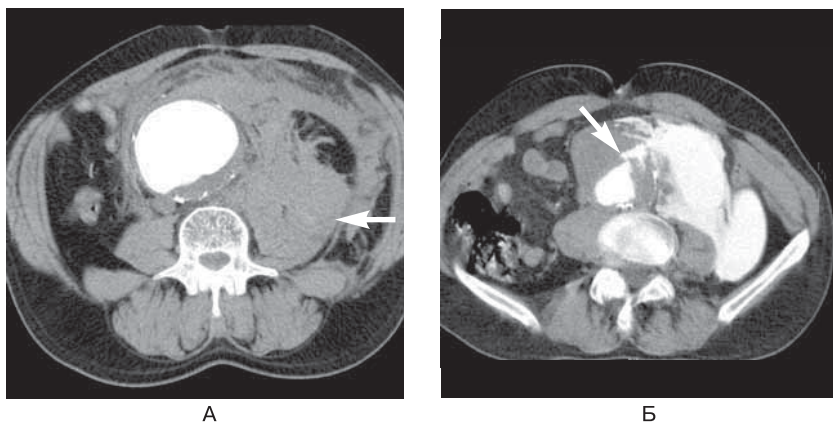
Разрыв аневризмы аорты. Представлены два различных пациента с болью в спине, у которых КТ подтвердило разрыв аневризмы брюшного отдела аорты. (А) Обширная забрюшинная гематома (*стрелка*) без активной утечки контраста на момент исследования. (Б) Показана значительная экстравазация контраста (*стрелка*). Оба примера иллюстрируют типичное ретроперитонеальное расположение гематомы, образовавшейся в результате разрыва. Необходимость использования в/в контрастирования будет диктовать местная сосудистая хирургическая/интервенционная рентгенологическая практика. В некоторых центрах ограничиваются применением исследования без усиления контрастированием. Признаки разрыва аневризмы редко являются неопределенными. (КТ-изображения любезно предоставлены доктором Д. Шоу, Пиндерфилдский госпиталь общей практики, Великобритания.)
